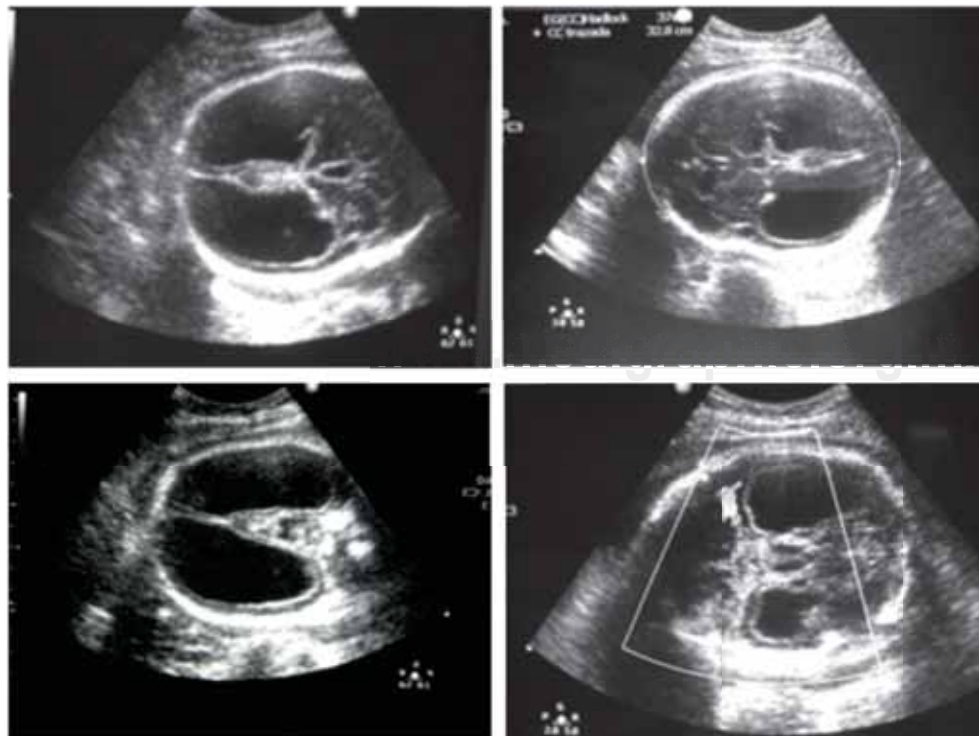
Ultrasonido obstétrico a las 34 semanas de gestación, donde se observa la ventriculomegalia bilateral simétrica.
